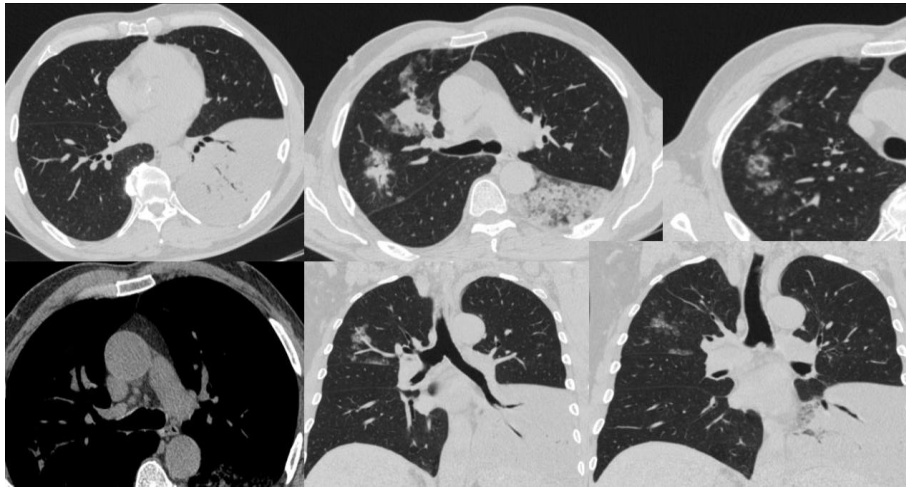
Спиральная компьютерная томография ОГК от 17.05.2024, срезы компьютерных томограмм в аксиальной и корональной плоскости. Нижняя доля левого лёгкого увеличена в объёме, визуализируется как тотальный участок консолидации легочной ткани с видимыми просевами бронхов (симптом «воздушной бронхографии»). Дополнительно определяются множественные участки уплотнения легочной ткани в верхней доле правого легкого как по типу «матового стекла», так и по типу консолидации. Внутригрудные лимфоузлы не увеличены
